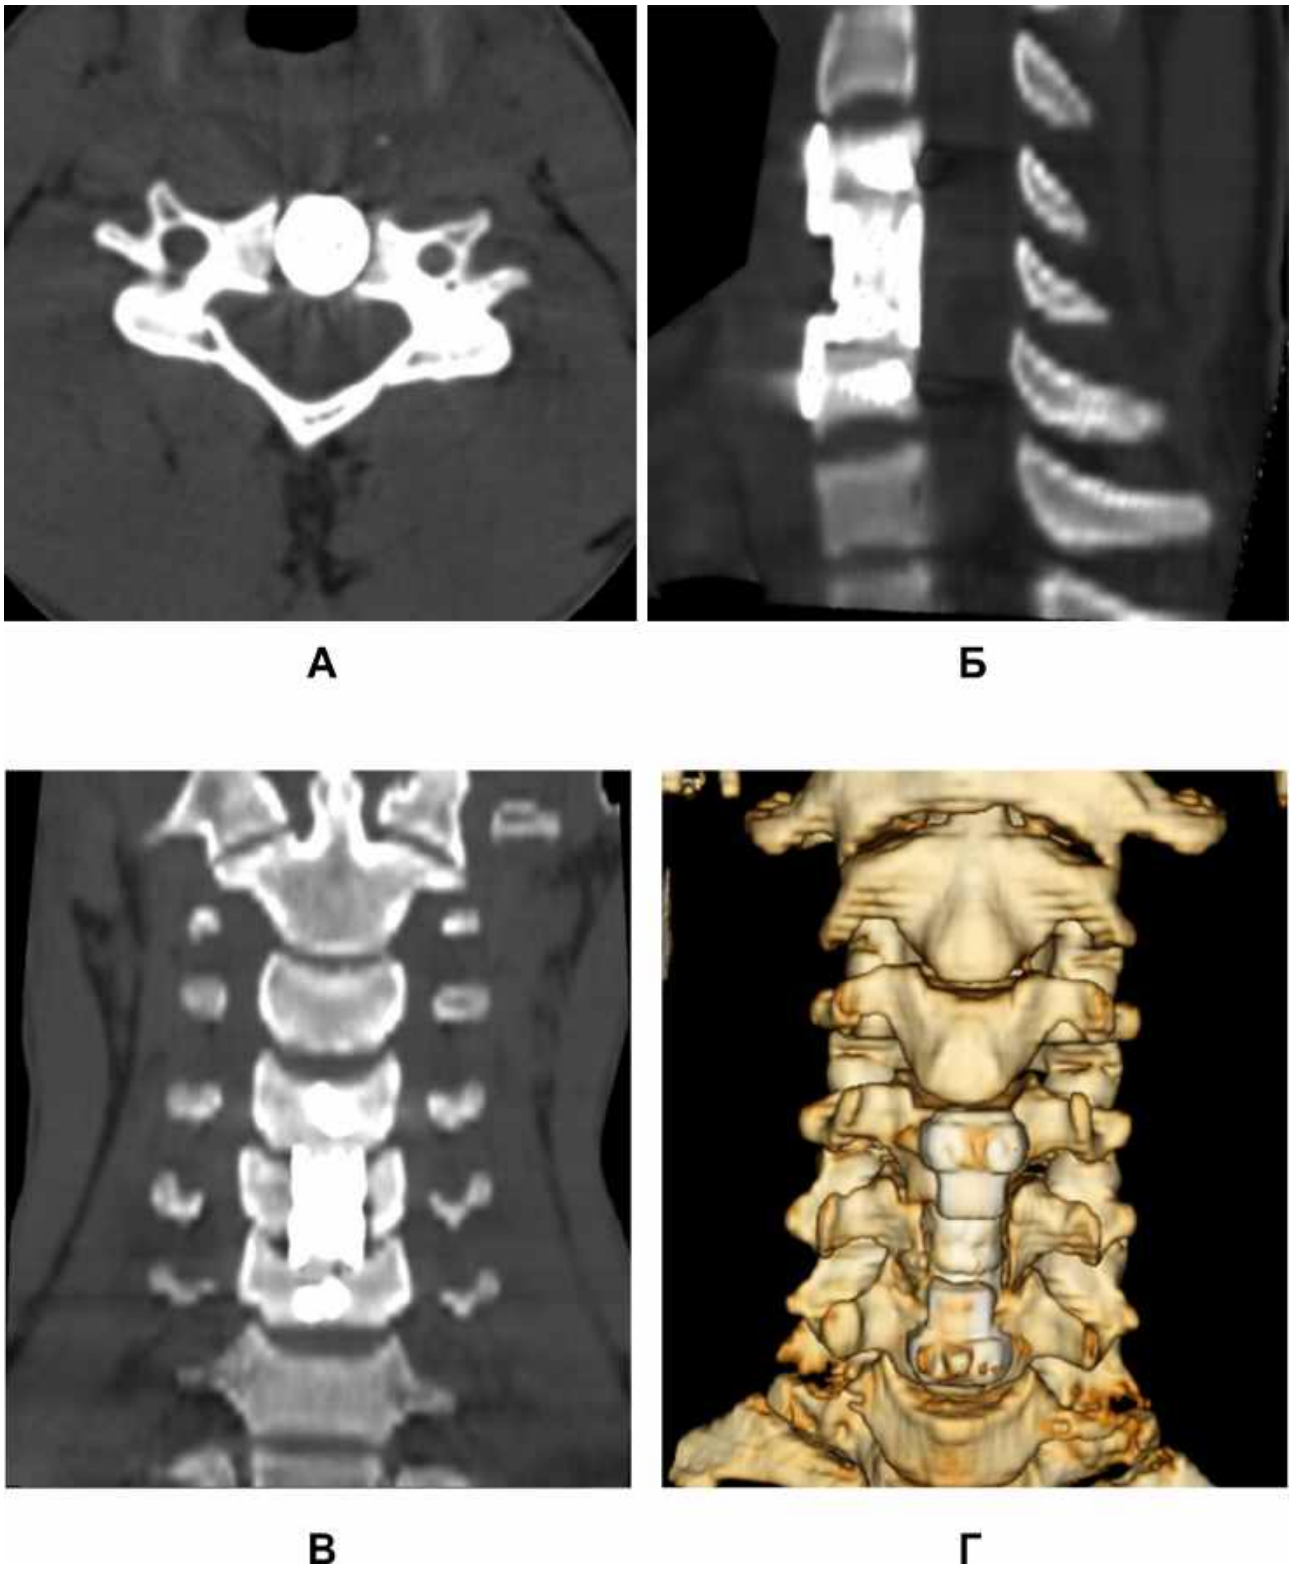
СКТ пацієнта К-ва через 1 рік після операції. А – аксіальна проекція, Б – сагітальна проекція (реконструкція), В – фронтальна проекція (реконструкція), Г – тривимірна реконструкція.
